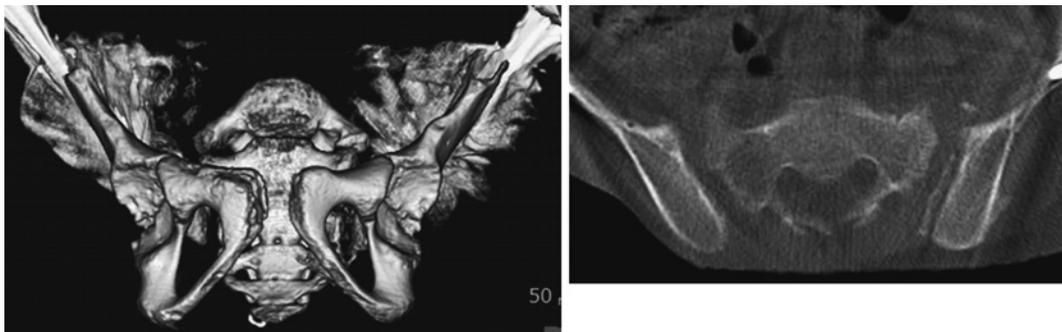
症例2：受傷後5週 CT 画像. 左：3D 像, 右：横断像.
